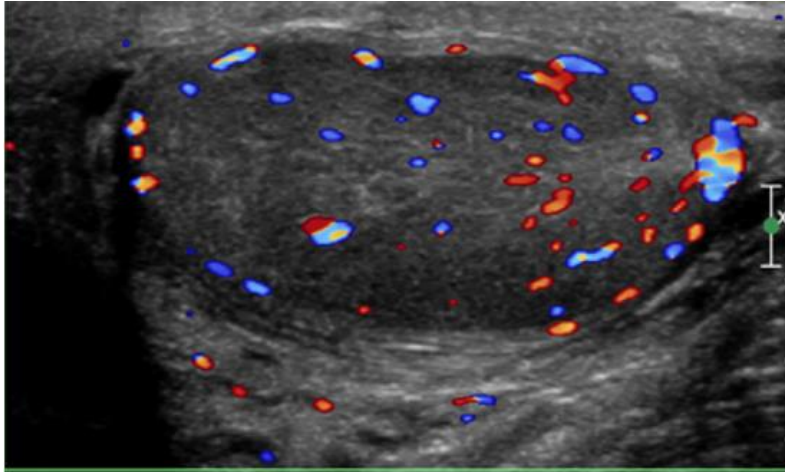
(d'après ⁽⁷¹⁾) : Orchi-épididymite. Échographie Doppler couleur : hyperhémie de l'ensemble du parenchyme testiculaire.
